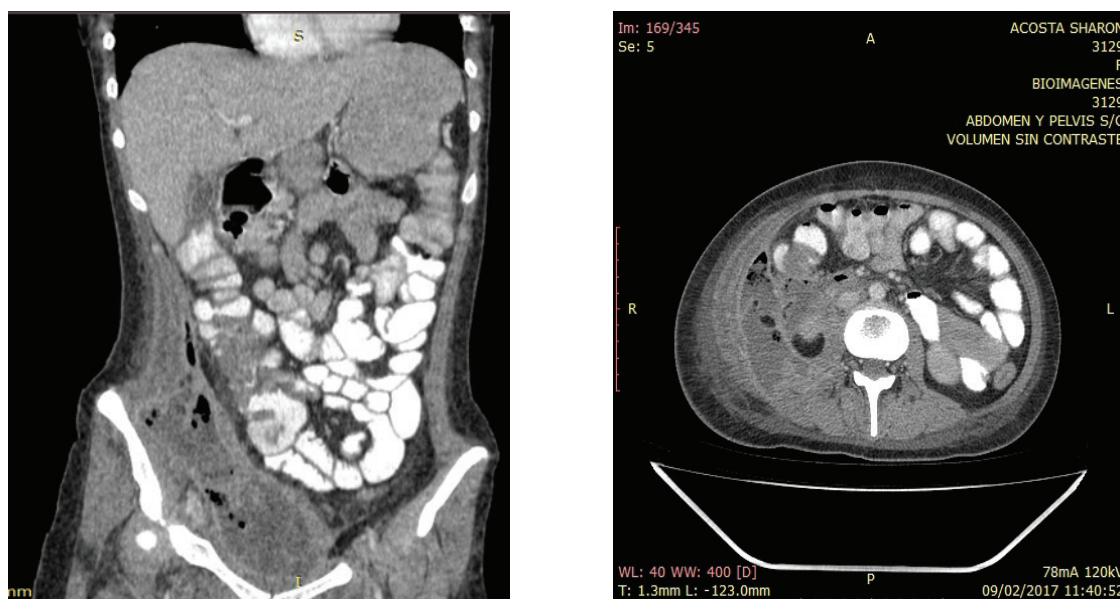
TAC simple y contrastada en la cual se evidencia colección densa con gas retroperitoneal que diseca desde región subhepática hasta cavidad pélvica. Además, se evidencia engrosamiento de los planos pared posterolateral derecha de cavidad abdominal correspondiente a inflamación de dichos tejidos.
